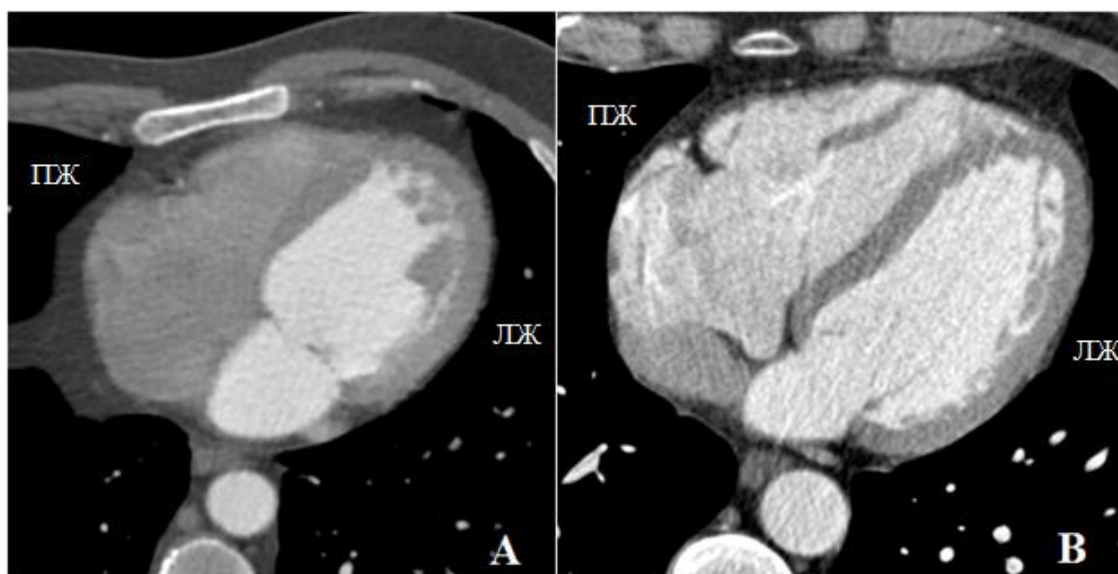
МСКТ, артериальная фаза контрастного усиления. А – при стандартном протоколе контрастирования; В – при использовании предварительного болюса контрастного средства.
